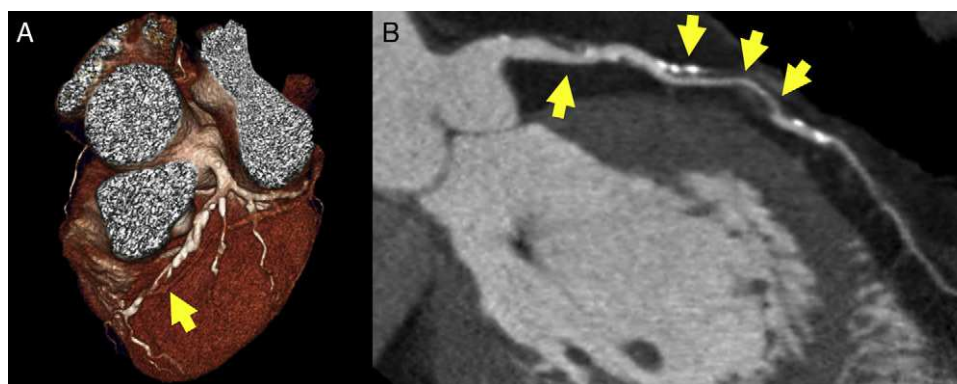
Estenosis de la descendente anterior en estudio de tomografía computarizada cardiaca, apreciable (flechas) tanto en la reconstrucción volumétrica (A) como en la reconstrucción multiplanar (B). El resultado tiene implicaciones pronósticas y diagnósticas obvias.
